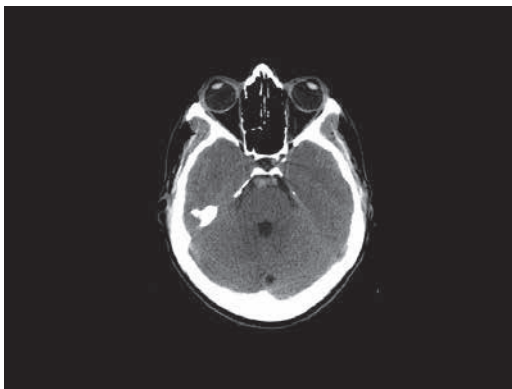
Tomografía computada de una hemorragia perimesencefálica típica, donde se observa el coágulo de sangre en la cisterna perimesencefálica
